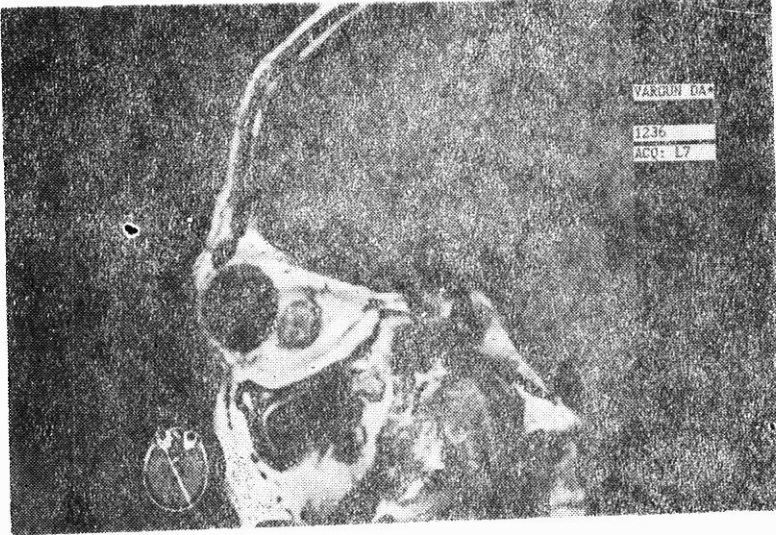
Orbital BT : Sağda intraorbital yerleşimli hiperdenshipodens mikst karakterde lezyon görülmektedir.
